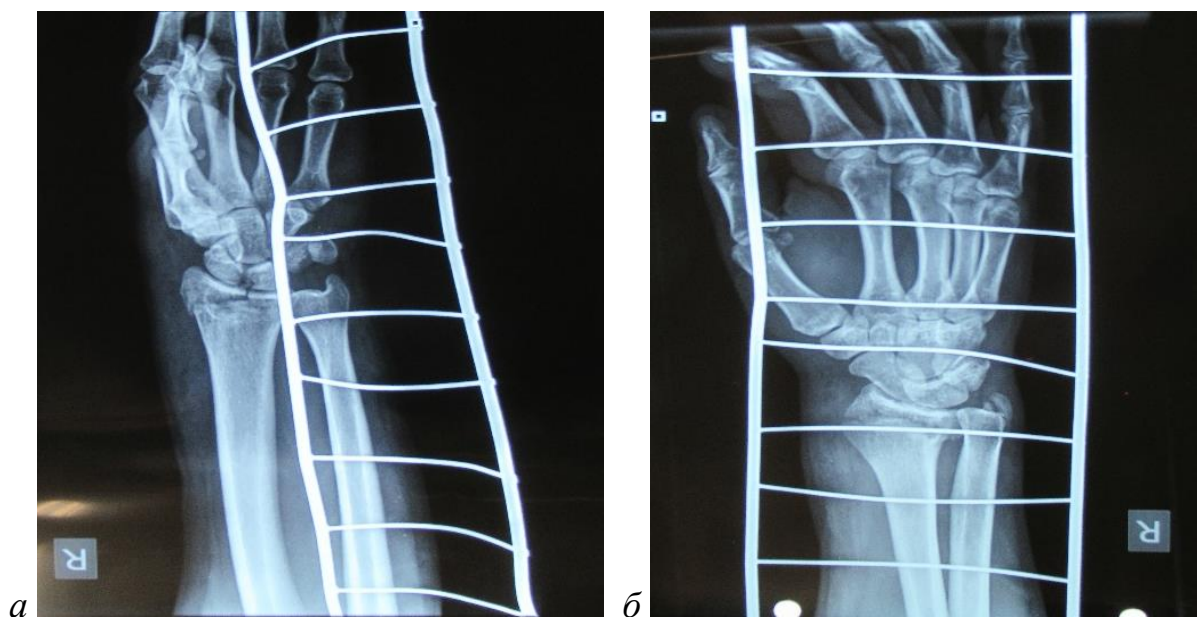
Пострадавший К., 37 лет, при поступлении: рентгенограммы правого лучезапястного сустава, иммобилизированного шиной Крамера, в прямой (*а*) и боковой (*б*) проекциях. Определяется внутрисуставной оскольчатый перелом ДМЭЛК со смещением в тыльную сторону, а также отрывной перелом шиловидного отростка локтевой кости
